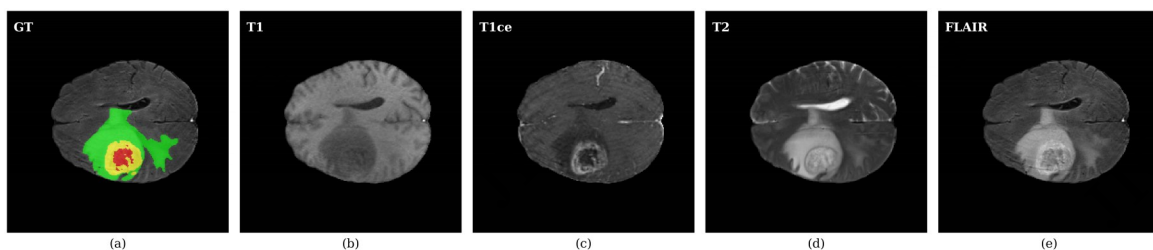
脑肿瘤分割的多模态磁共振成像示例。(a)真实标签,绿色、黄色和红色分别代表瘤周水肿(peritumoral edema, ED)、增强肿瘤(enhancing tumor, ET)以及坏死与非增强肿瘤核心(necrotic and non-enhancing tumor core, NCR/NET)。(b)T1 加权图像;(c)增强 T1 加权图像(T1ce);(d)T2 加权图像;(e)液体衰减反转恢复图像(FLAIR)。实际中,完整肿瘤(whole tumor, WT)由这三类区域合并构成,肿瘤核心(tumor core, TC)由 ET 和 NCR/NET 构成,增强肿瘤(ET)仅对应黄色区域
